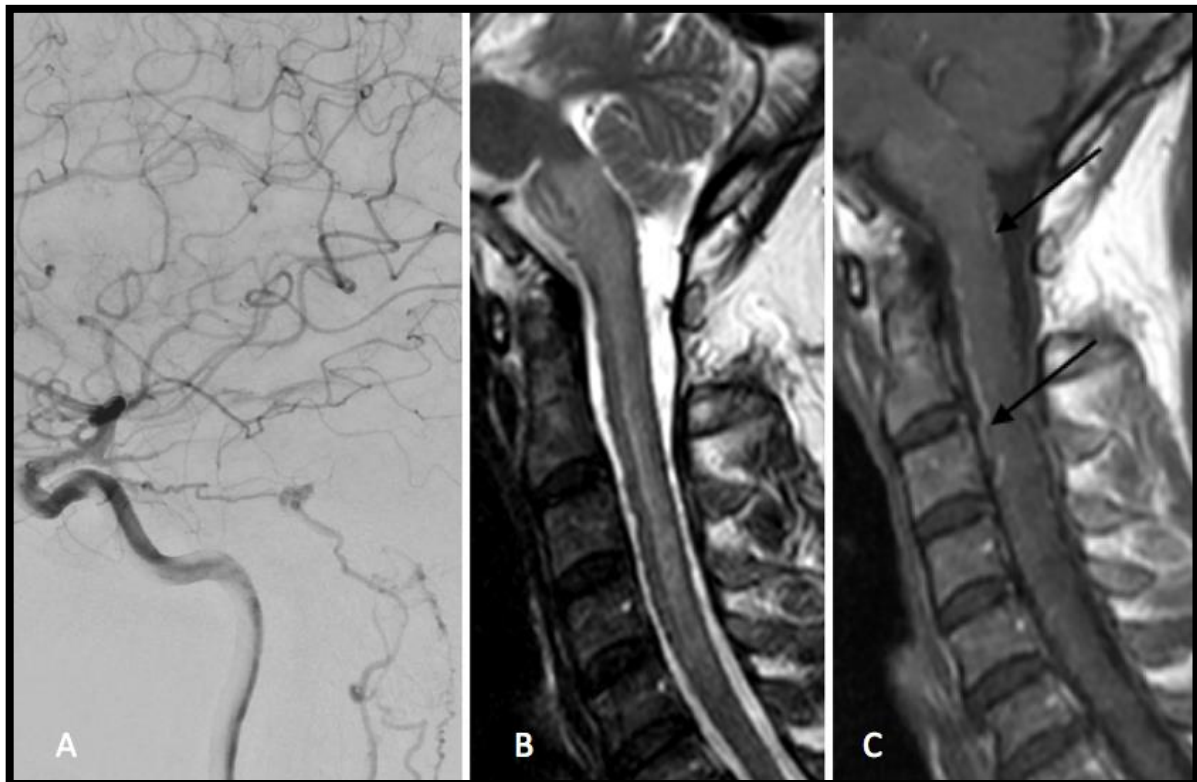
COMPARAISON ANGIOGRAPHIE DE PROFIL – IRM METTANT EN EVIDENCE SIGNES DIRECTS ET INDIRECTS DE DAVF (REMERCIEMENTS AU Pr MOUNAYER) : A- ARTERIOGRAPHIE DE PROFIL : dAVF PETREUSE DROITE : ALIMENTATION VIA LA BRANCHE TENTORIELLE DU MHT ET LA BRANCHE TENTORIELLE DE LA MMA. DRAINAGE VEINEUX PERIMEDULLAIRE. B- T2 SAGITTAL : ŒDEME INTRAMEDULLAIRE (CONGESTION VEINEUSE) C- T1 SAGITTAL GADOLINIUM : REHAUSSEMENT SERPIGINEUX (PLEXUS VEINEUX PERIMEDULLAIRES)
